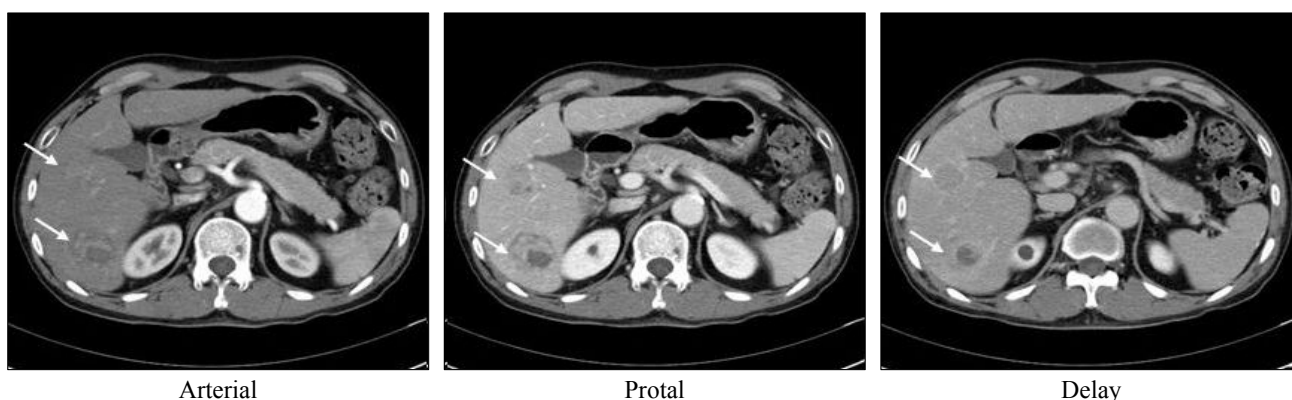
Dynamic CT. Two mass on segment 5 and 6 are indicated by arrow. They shows enhancement on arterial phase and washout on portal and delay phase.
